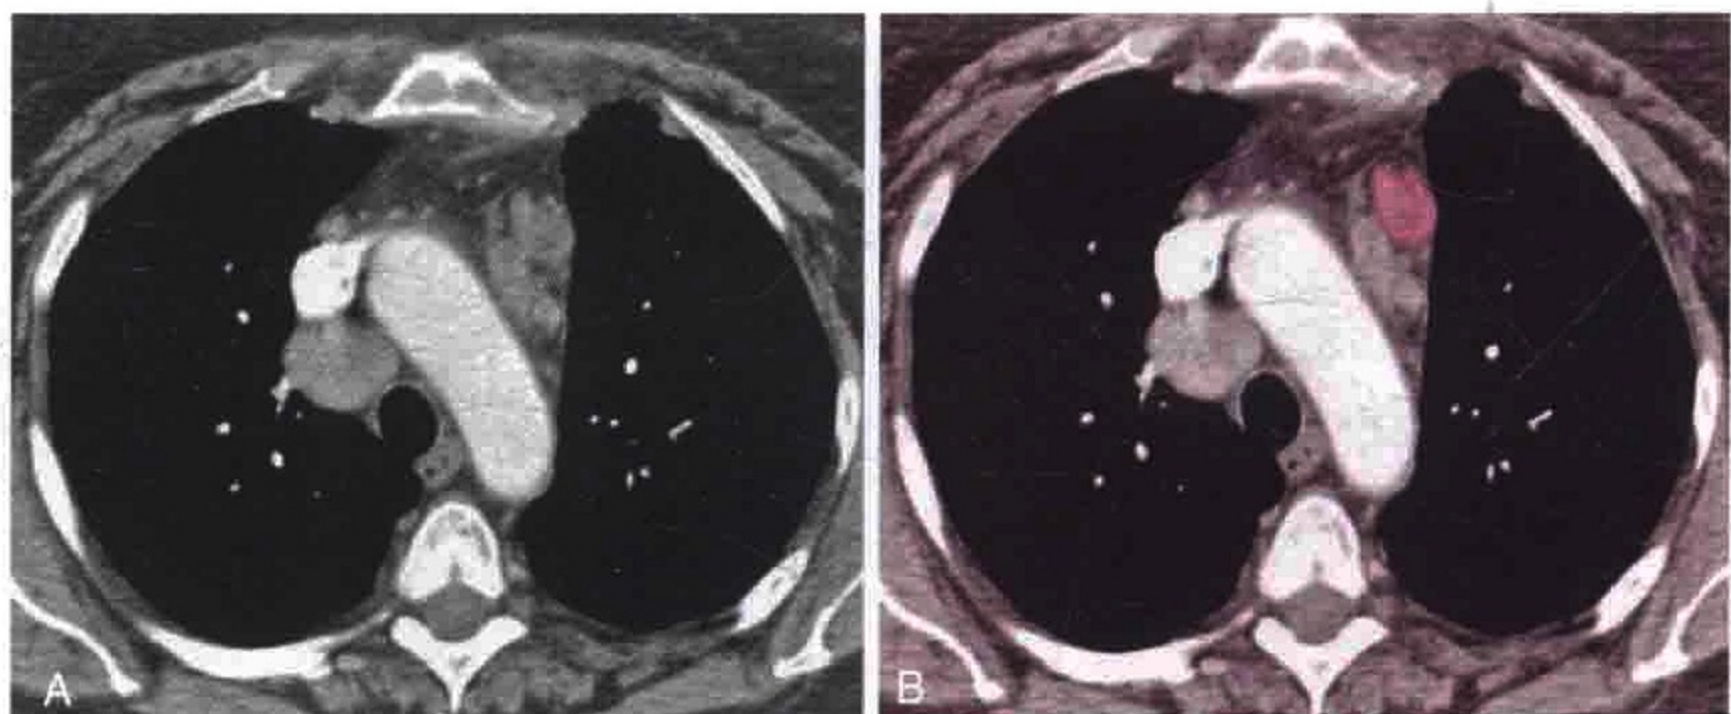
横轴位 CT 增强扫描显示肿大的左侧血管前间隙淋巴结，位于降主动脉前方 (红色)
